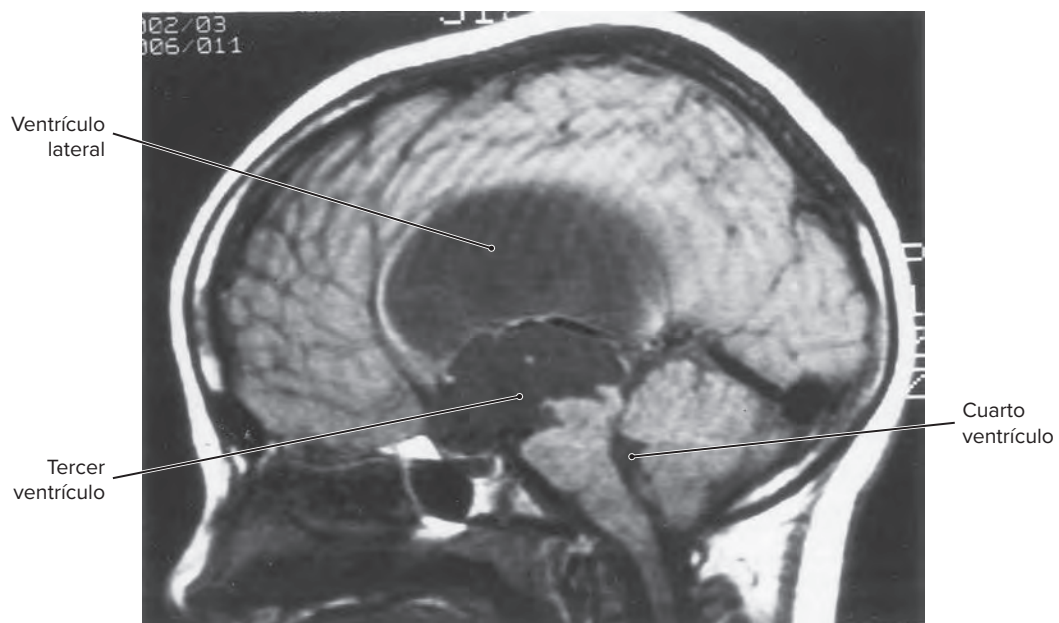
Estudio de imagen por RM mediosagital en fase T1 que muestra crecimiento selectivo de los ventrículos lateral y tercero debido a estenosis acueductal. El cuarto ventrículo es de tamaño normal.
